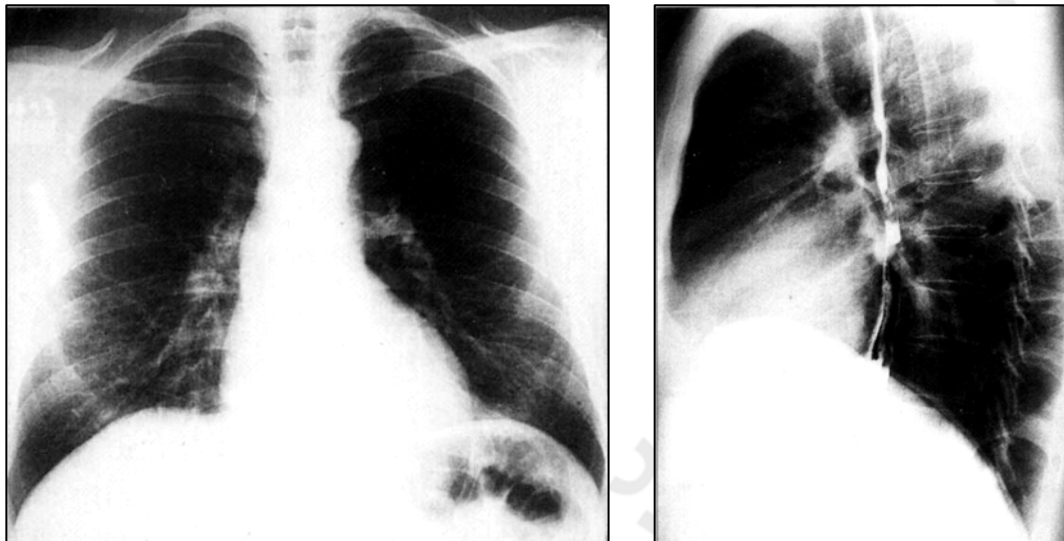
Рентгенография ОГК в прямой и боковой проекциях
